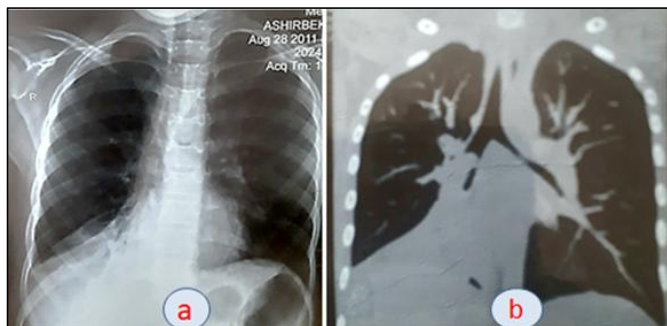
а-рентген при поступлении; б-КТ грудной клетки.
